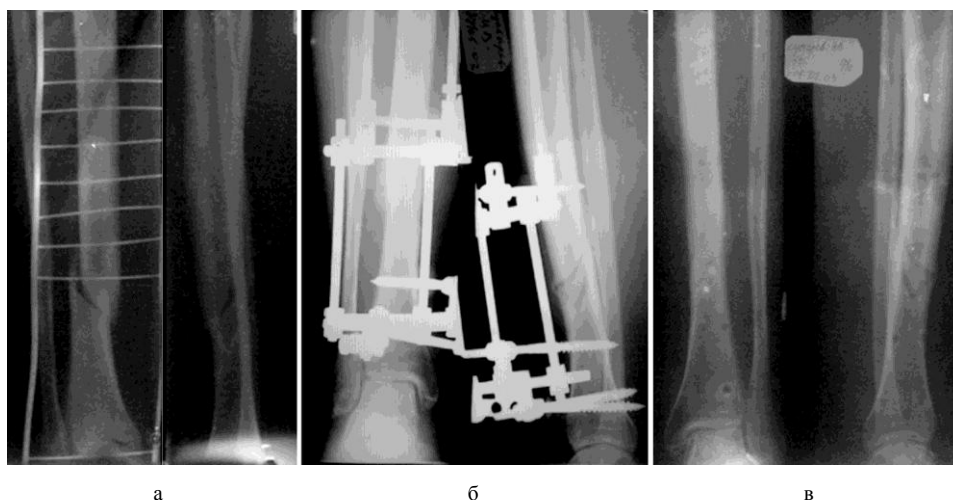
Больная В., 39 лет. Рентгенограммы голени в двух проекциях: а – рентгенограммы до; б – в процессе; в – после окончания лечения
